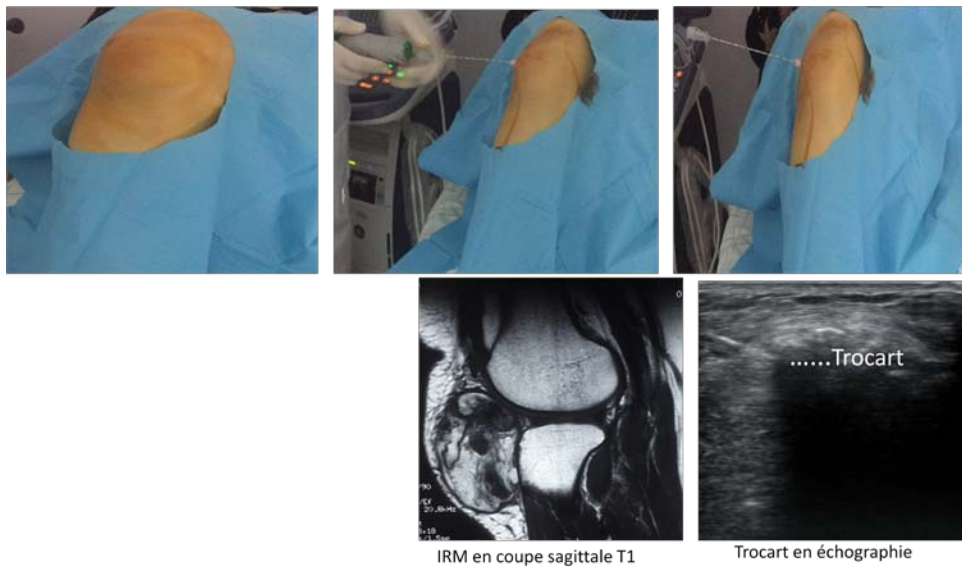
Biopsie d'une masse du genou sous guidage échographique
